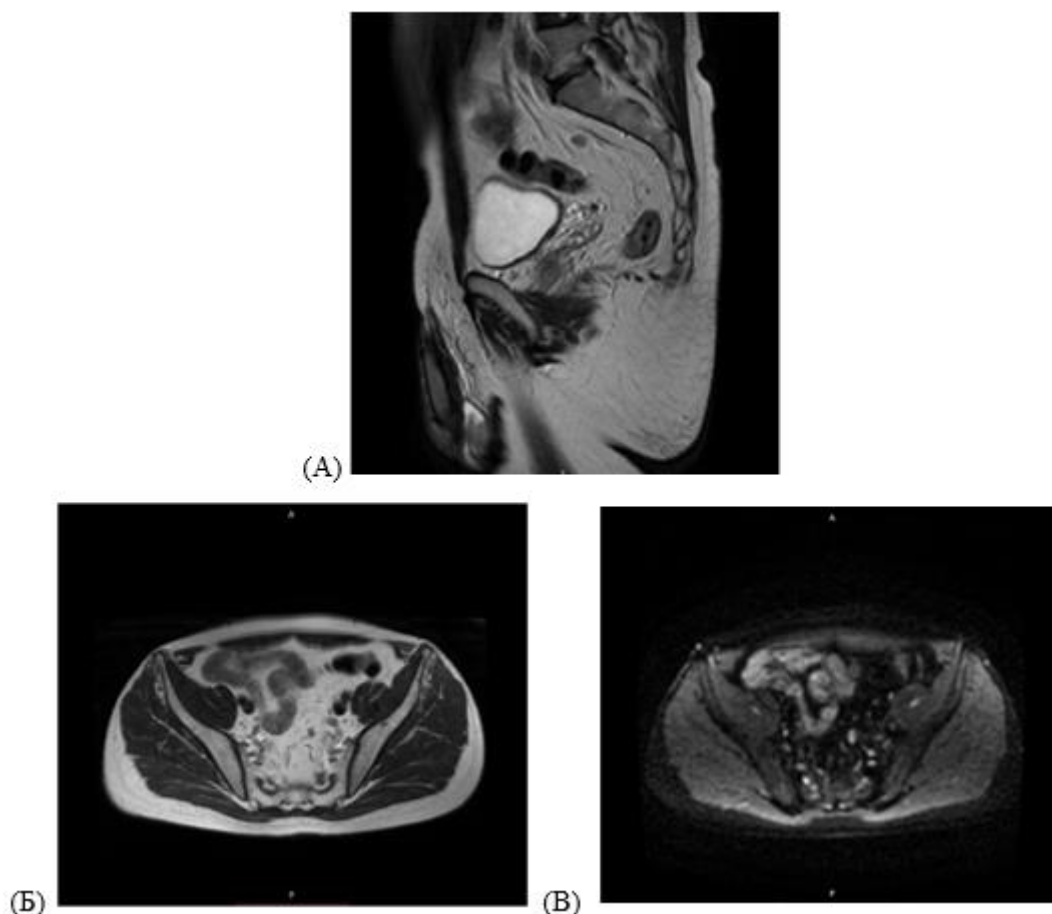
МРТ органов малого таза с контрастным усилением, региональные лимфоузлы до лечения в режимах T2-ВИ в сагиттальном (А) и аксиальном срезах (Б), ДВИ (В).
